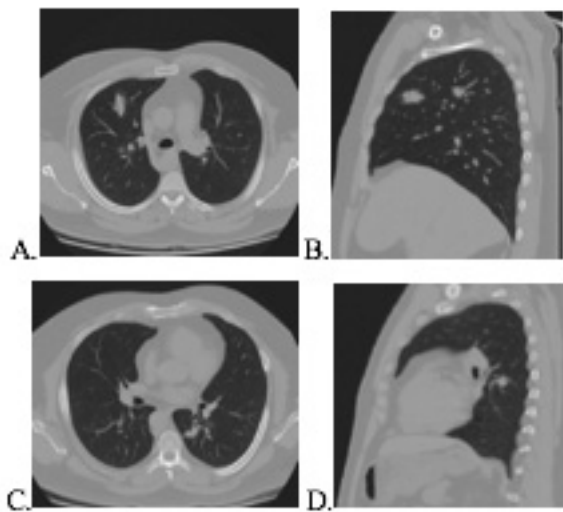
Tomografía axial computarizada del día 25 de mayo 2022. Se evidencia imágenes nodulares bilaterales, de bordes parcialmente espiculados, con densidades que van desde 20 a 28 UH, ubicadas de la siguiente manera: Pulmón derecho: Nódulo en segmento anterior del lóbulo superior (imagen A y B). Pulmón izquierdo: Nódulo en segmento basal posterior (imagen C y D).
